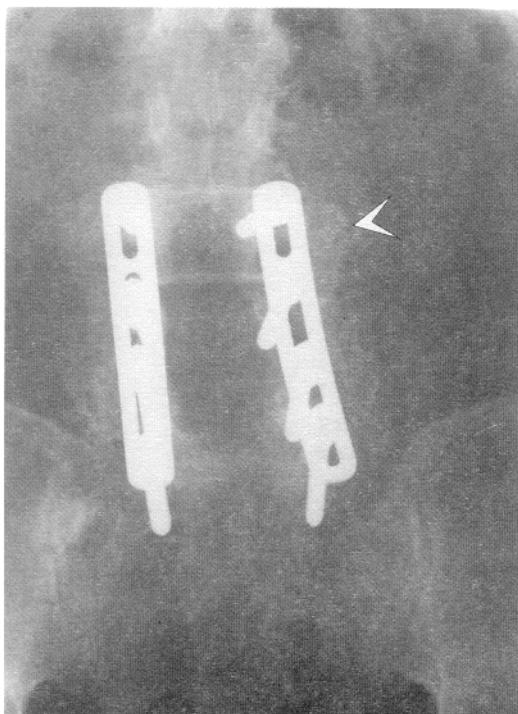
Фронтальна рентгенограма 58-річного чоловіка через 3 місяці після артродезу від L3 до крижової кістки, у якого в анамнезі тривалий сколіоз. Пацієнт не курить. Стрілками вказано надмір тканини в місці зрошення, що з'явився на ранній стадії після операції.
